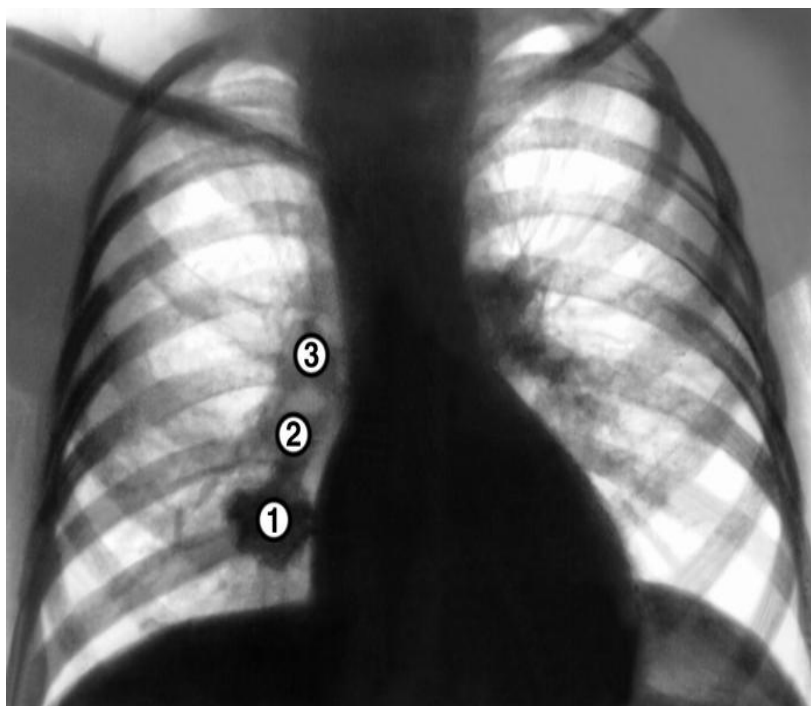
Рентгенологічні прояви первинного туберкульозного комплексу:
